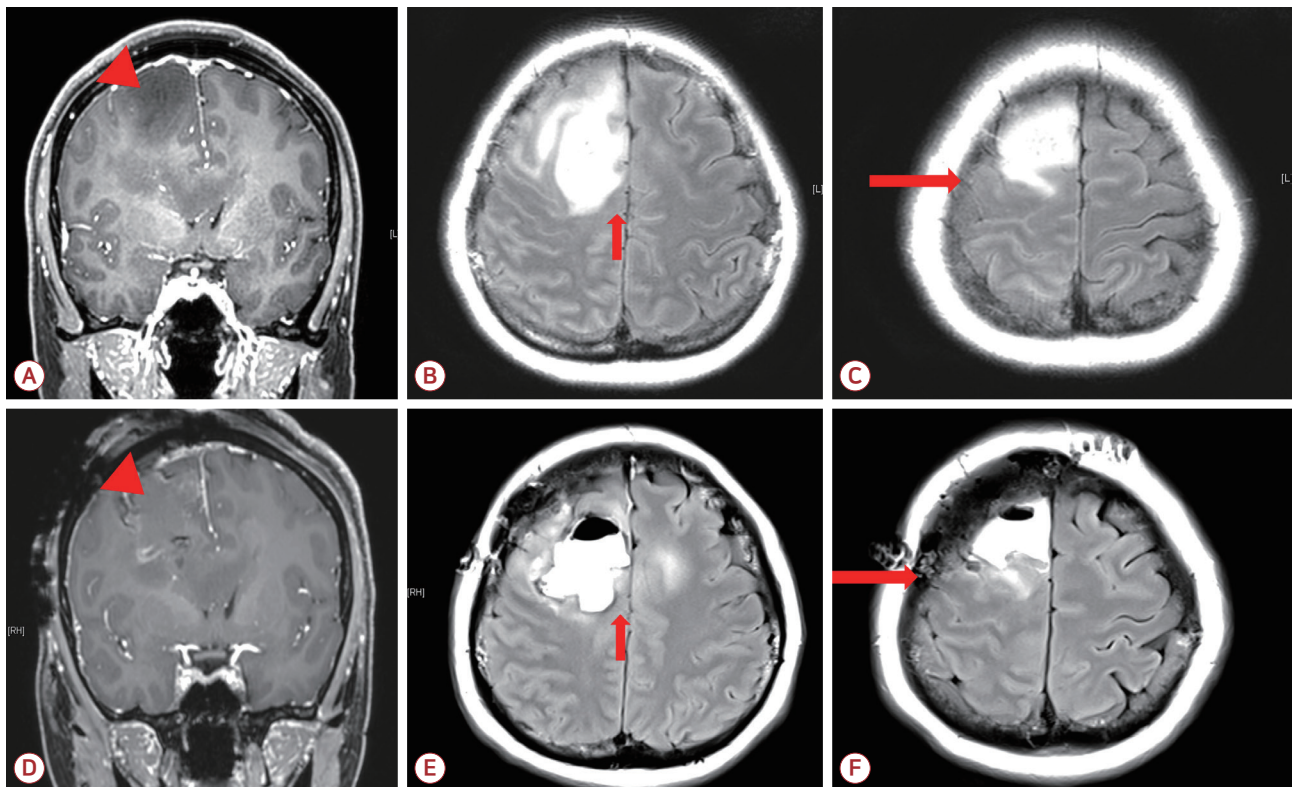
Preoperative and postoperative MRI. (A-C) Preoperative MRI's show midline shifting (arrowhead), perilesional edema (short arrow) and blurred central sulcus (long arrow). (D-F) MRI of postoperative show partially removed mass (arrowhead), relatively relieved midline area (short arrow) and central sulcus (long arrow). MRI; magnetic resonance imaging.
